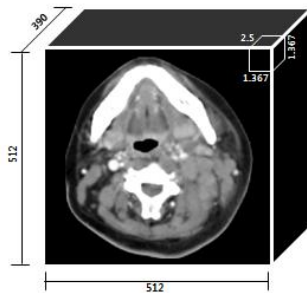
CT and contrast enhanced CT image information.
